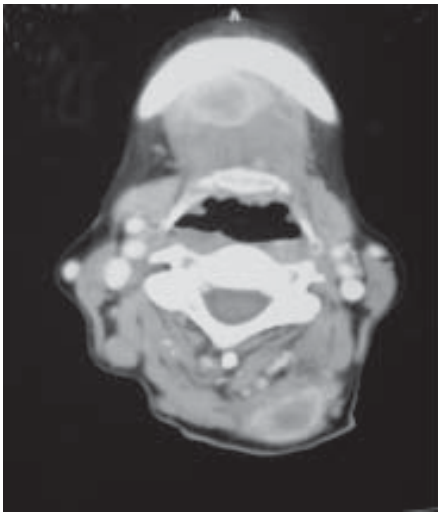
TAC de cuello a nivel de C4, evidenciando lesiones nodulares en los músculos milohioideo, paraespinales y trapecio izquierdos.
